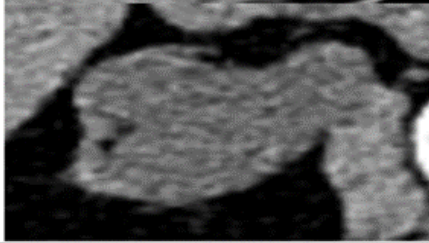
Taş protokollü kontrastsız BT tetkiki, sağ üreterdeki bir taşın (A) çap, (B) dansite ve (C) üreteral duvar kalınlığı ölçümü
